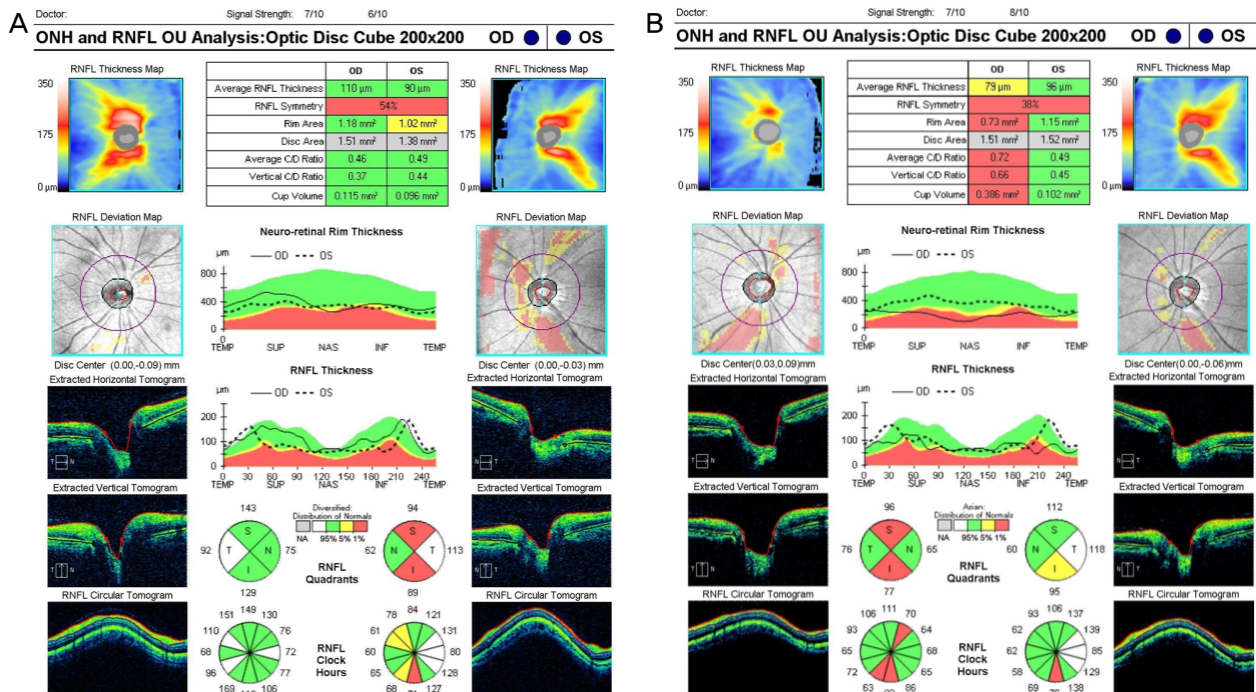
Optical coherence tomography (OCT) of 21-year old male. Initial OCT showed no neuroretinal rim thinning or retinal nerve fiber layer defect (A). However, inferotemporal rim thinning and retinal nerve fiber layer defect was observed after 2 months (B). ONH = optic nerve head; RNFL = retinal nerve fiber layer; OU = oculus unitas; OD = oculus dexter; OS = oculus sinister; C/D = cup/disc; TEMP = temporal; SUP = superior; NAS = nasal; INF = inferior; S = superior; N = nasal; I = inferior; T = temporal.
